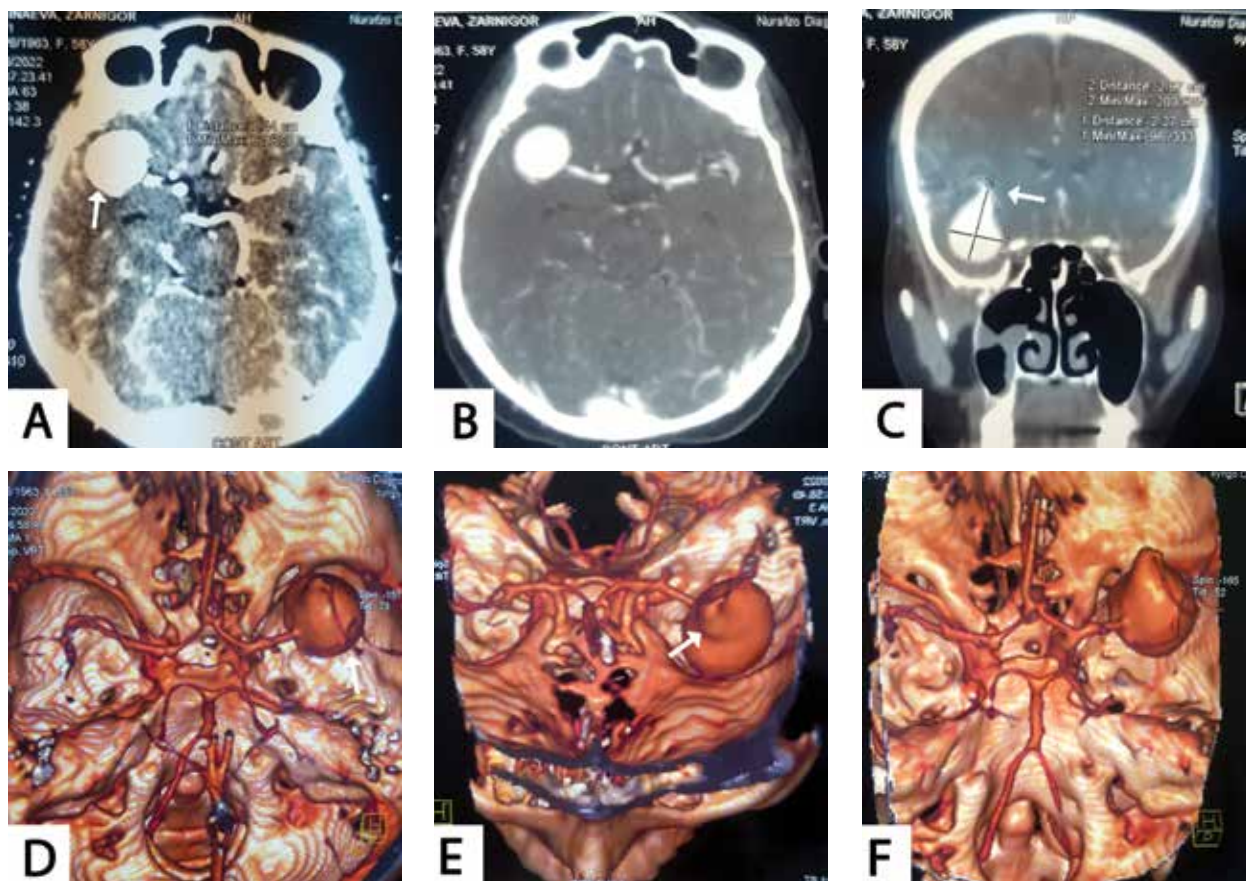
A-C – spiral CTA in 3 projections: AA of the supraclinoid section of the ICA. D, E – 4D-MRA of cerebral vessels in frontal and lateral projections. F – 3D-CTA. G – carotid angiogram: large saccular AA. H – SCT, axial view: hemorrhage in the lateral ventricles. I – SCT, axial view: hemorrhage in the 4<sup>th</sup> ventricle
